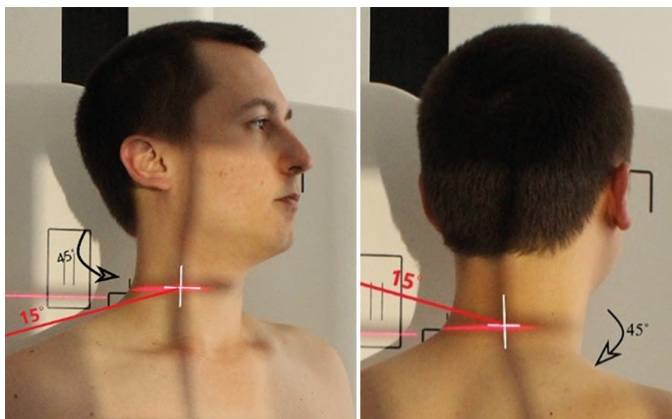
Рентгенография шейного отдела позвоночника. Задняя/передняя косая проекция
